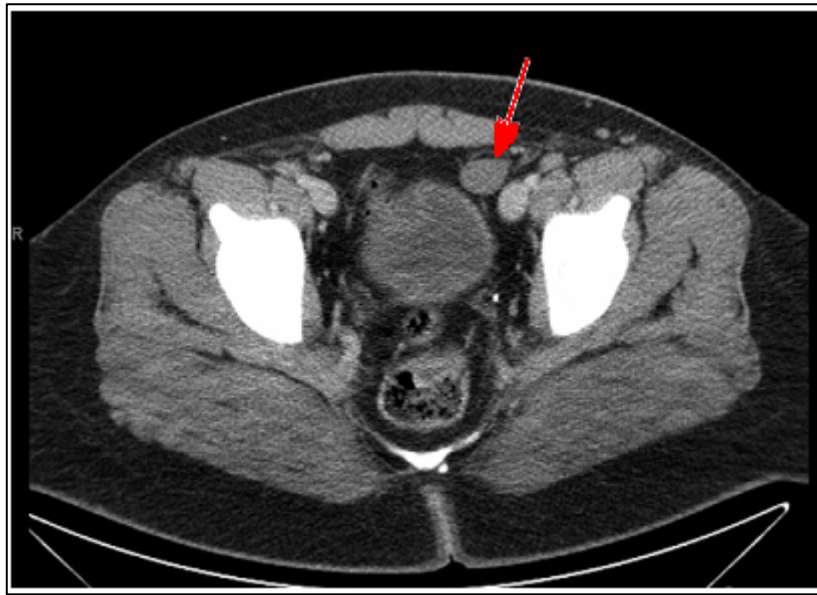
Patient âgé de 15 ans avec un testicule gauche non palpable, l'échographie abdomino-scrotale n'a pas pu repérer le testicule gauche tandis que la TDM a permis de le repérer en position cryptorchide intra-abdominale [31]
